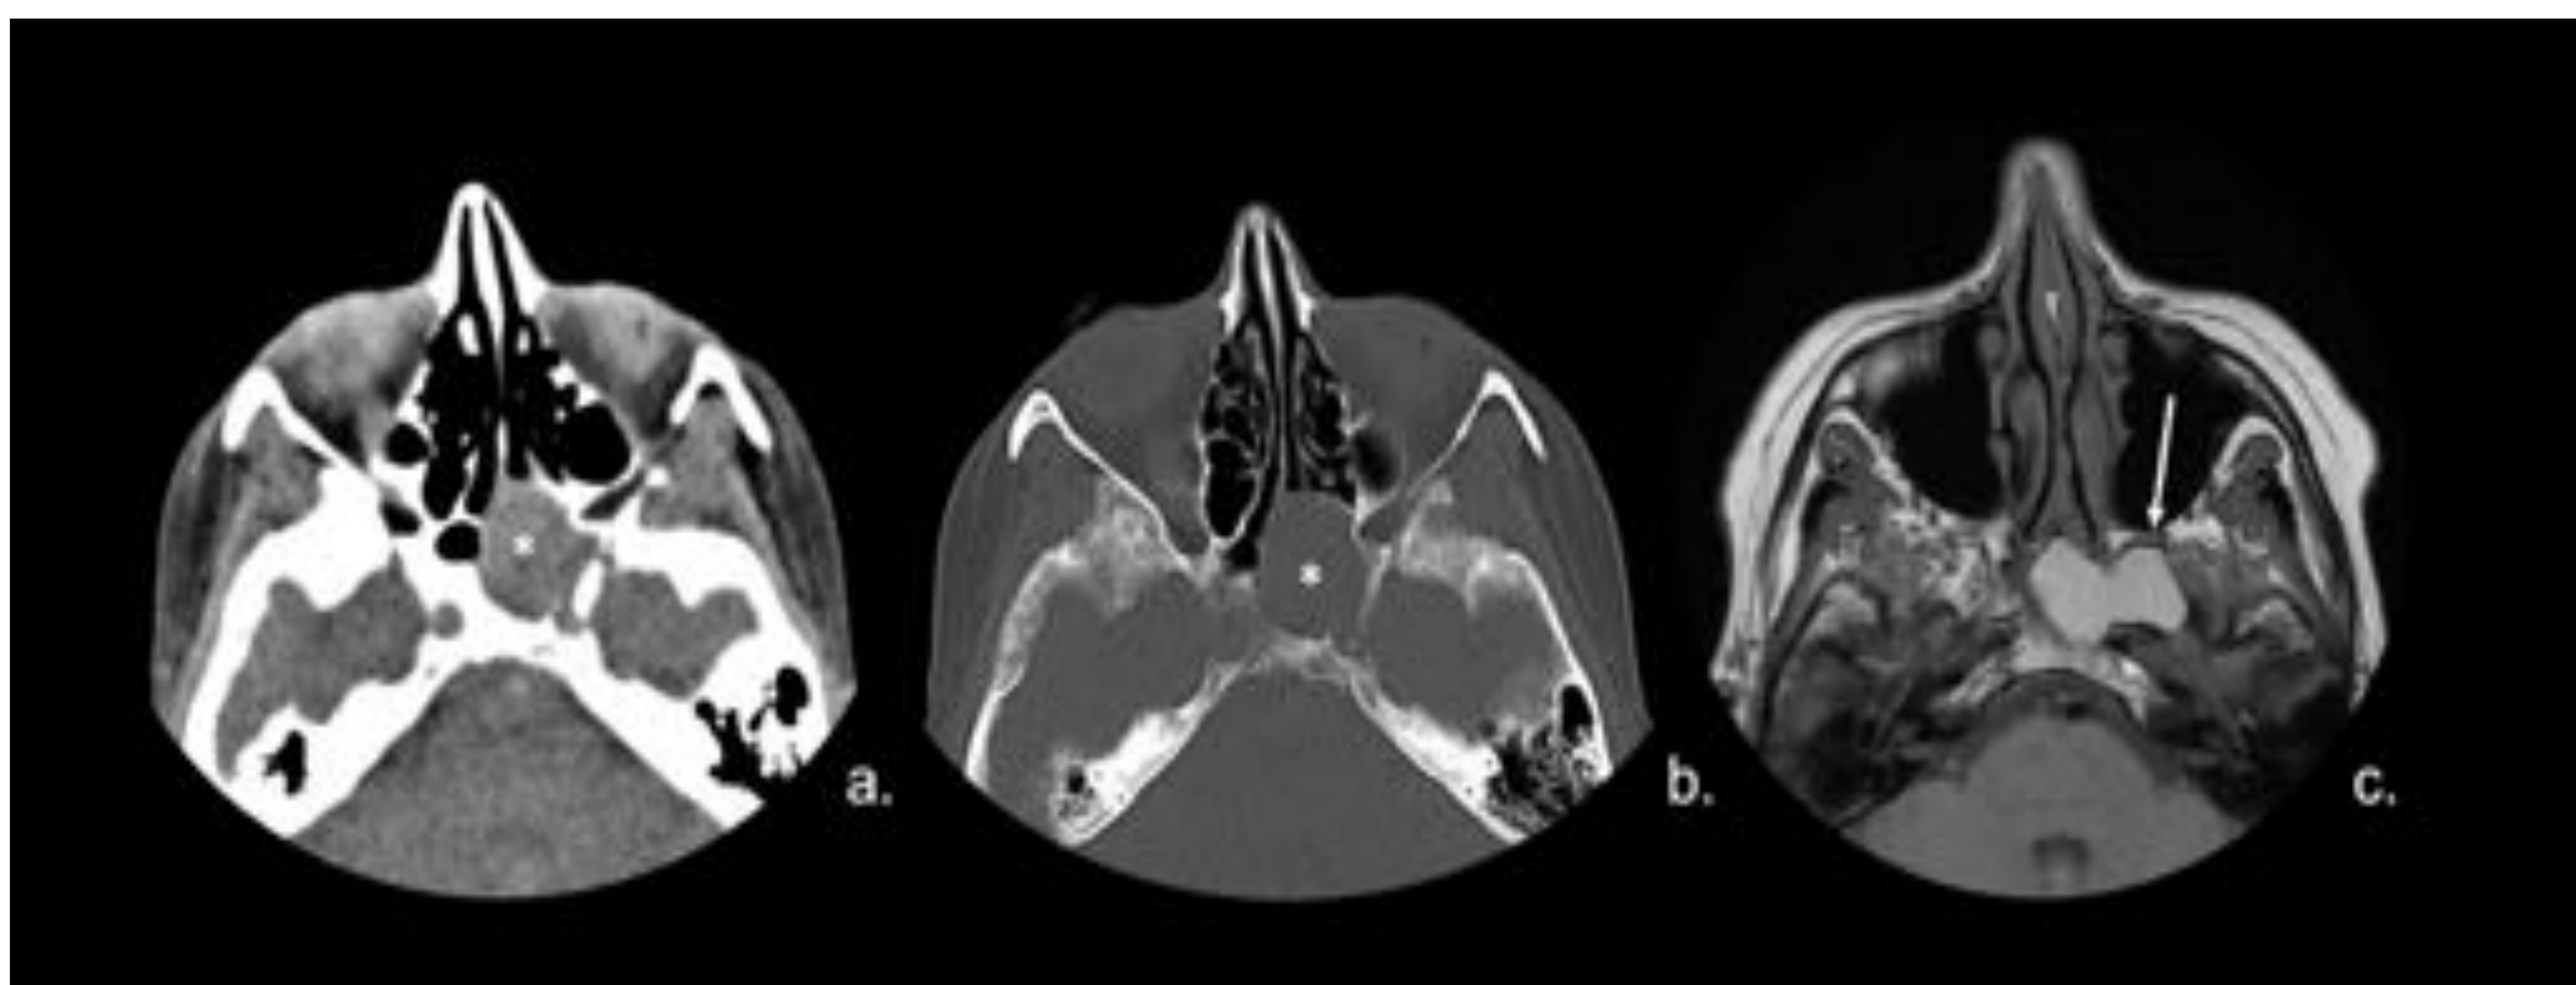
Mucocele. TC con ventana de partes blandas en corte axial (a.) y con ventana ósea en corte axial (b.): Lesión expansiva del seno esfenoidal RM corte axial T2 (c.): Alta señal de mucocele. Referencia: Hospital Universitario Severo Ochoa. Leganés - España.
